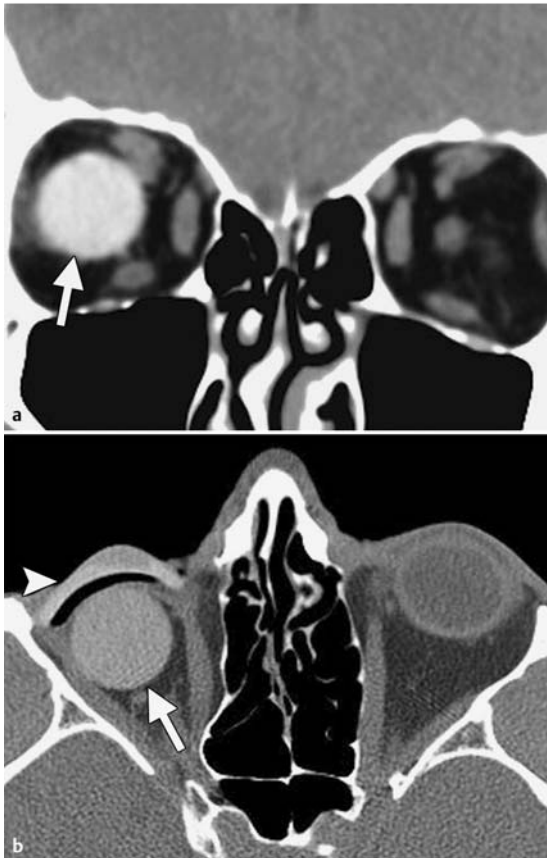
Orbitaimplantate aus Silikon und PMMA bei 2 Patienten. a Koronare CT-Aufnahme eines 49-jährigen Mannes mit lang zurückliegender Ruptur des Augapfels: hyperdenses sphärisches Implantat (Pfeil) in der rechten Orbita. Das Implantat ist aus Silikon hergestellt. b Axiale CT-Aufnahme eines 43-jährigen Mannes zur Beurteilung der Behandlung eines vor Kurzem erlittenen Gesichtstraumas mit Verletzung eines Auges, das enukleiert werden musste: rechtsseitiges PMMA-Implantat (Pfeil) mit homogener hoher Dichte. Trotz seiner Dichte ist das PMMA-Implantat in Relation zu dem Silikonimplantat in a hypodens. Der kurvilineare Dichtebereich (Pfeilspitze) vor dem PMMA-Implantat entspricht einer Augenprothese aus Acryl.
